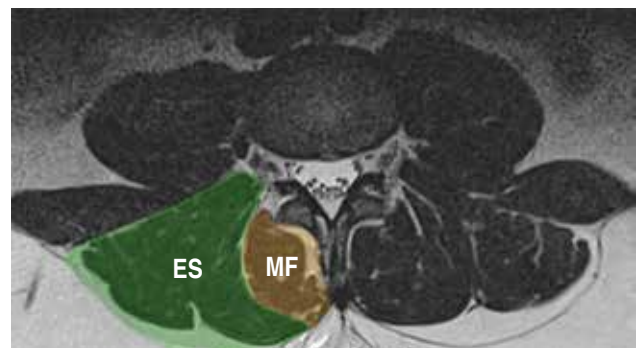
Corte axial de resonancia magnética ponderada en T2, a nivel de la plataforma terminal inferior de L3, donde se muestra la estructura de los músculos paravertebrales posteriores: erector espinal (ES) y multifidos (MF).
